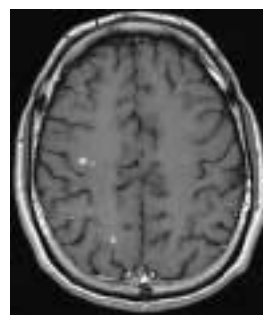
MRI mit mehreren gadoliniumaufnehmenden Herden
